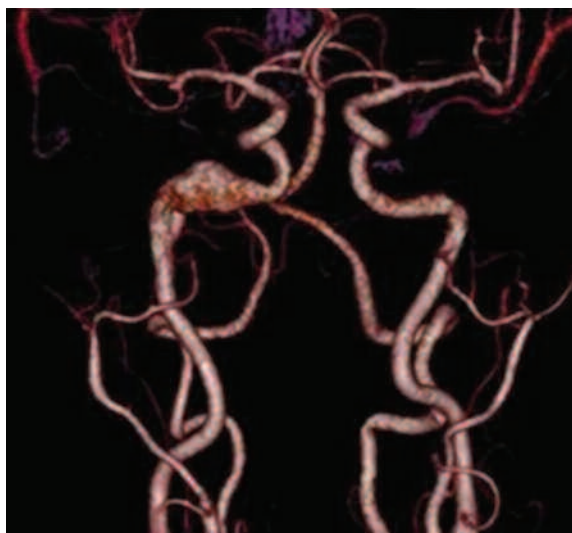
TC, reconstrucción 3D de aneurisma en porción intrapetrosa de ACI.
